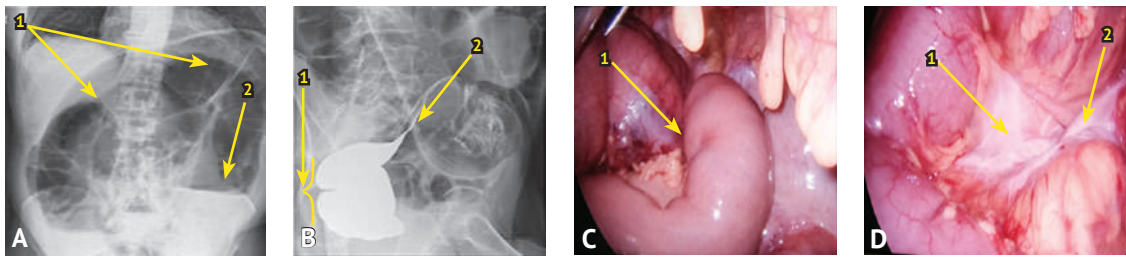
Первое поступление. А — обзорная рентгенограмма брюшной полости. Определяется резко вздутая петля сигмовидной кишки (стрелка 1) с уровнем жидкости (стрелка 2); В — ирригоскопия. Контрастированы дистальные отделы сигмовидной кишки (стрелка 1). Четко определяется симптом «клюва» (стрелка 2); С — интраоперационное фото заворота сигмовидной кишки до расправления (стрелка 1 — зона перекрута); D — интраоперационное фото сигмовидной кишки после расправления заворота (стрелка 1 — увеличенная расширенная брыжейка, стрелка 2 — узкое основание брыжейки и зона странгуляции)
